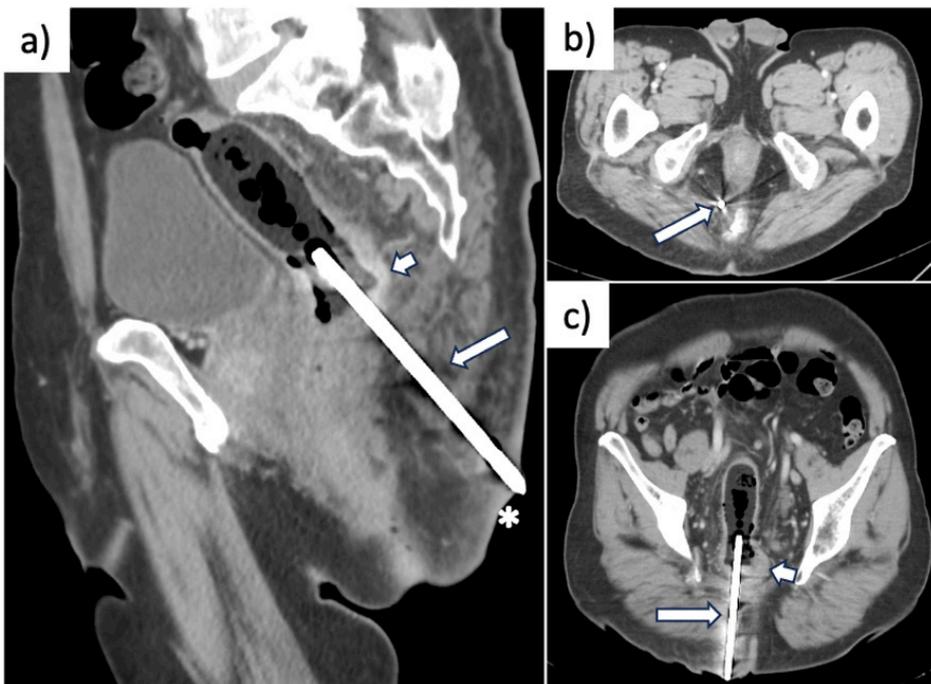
TAC de abdomen y pelvis, fase portovenosa, reconstrucción a) sagital, b) axial y c) coronal oblicua. Cuerpo extraño compatible con destornillador cuyo mango se encuentra en tercio superior de lumen rectal. La porción metálica del destornillador (flecha larga) perfora a nivel de la flexura rectal sacra (flecha corta) siguiendo un trayecto extraluminal a través de fosa isquirrectal derecha. Asterisco (*) indica salida de la punta del destornillador visible al ex físico.
